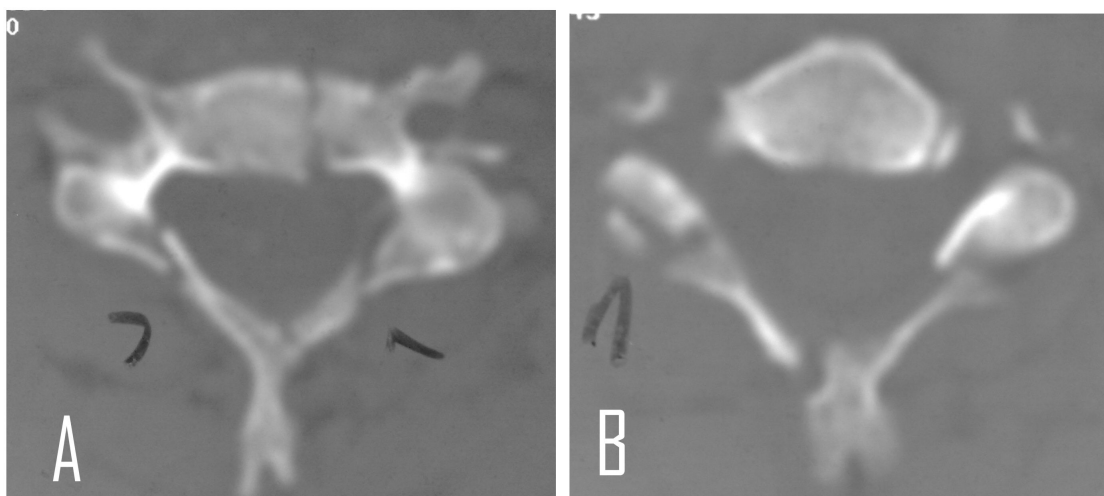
TOMOGRAFIA CERVICAL: Na imagem A, fratura-separação do corpo vertebral associado à fratura bilateral de lâminas. Imagem B, fratura da massa lateral.
